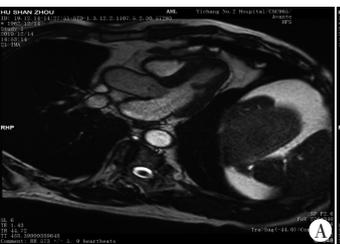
MRI 示 T1 和 T2(A、B) 序列心脏三腔心显示左室中部异常肌束
